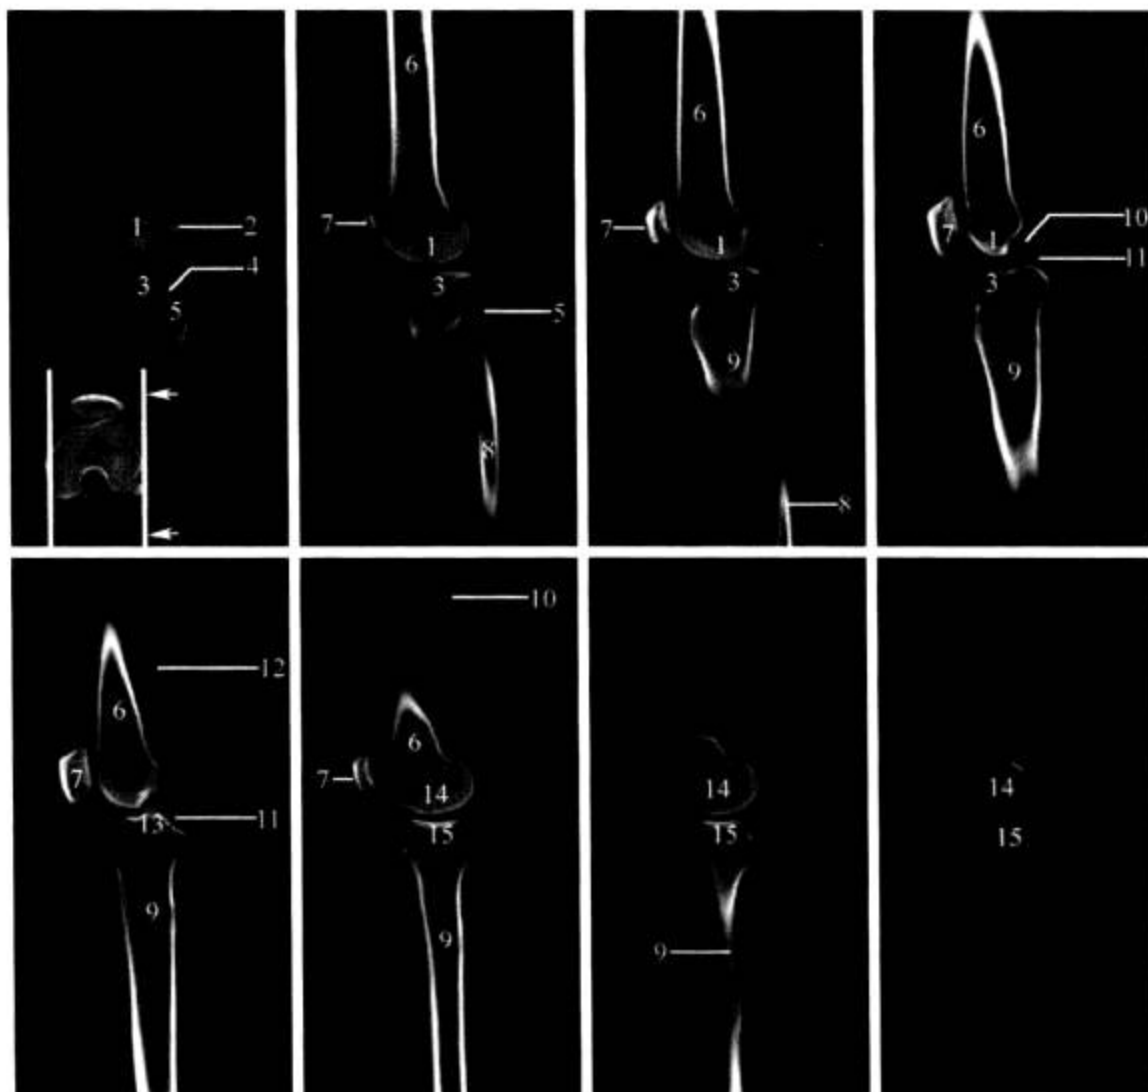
膝关节 CT 矢状面 MPR 重建
